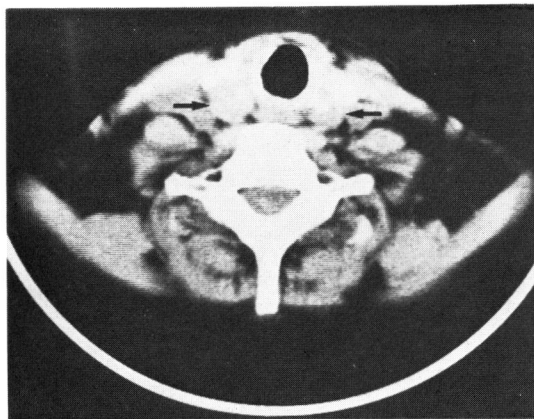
頸部 CT にて描出された腫大した右副甲状腺 (→1950 mg) と左副甲状腺 (←1400 mg). (Case # 1)
